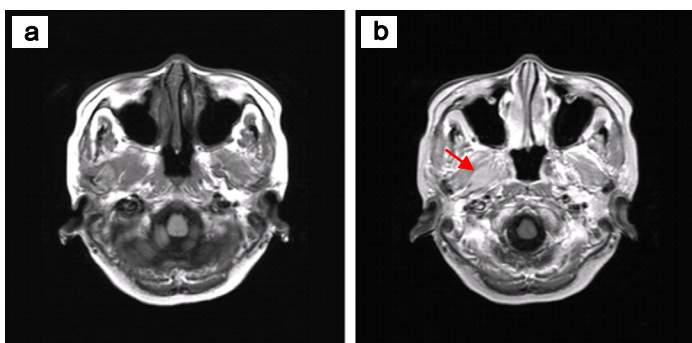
Brain MRI, a: T1 weighted axial view, b: T1 weighted gadolinium-enhanced axial view. Enhancing lesion(arrow) on the right foramen ovale area along the mandibular division of right trigeminal nerve are suggestive of leukemic involvement.
